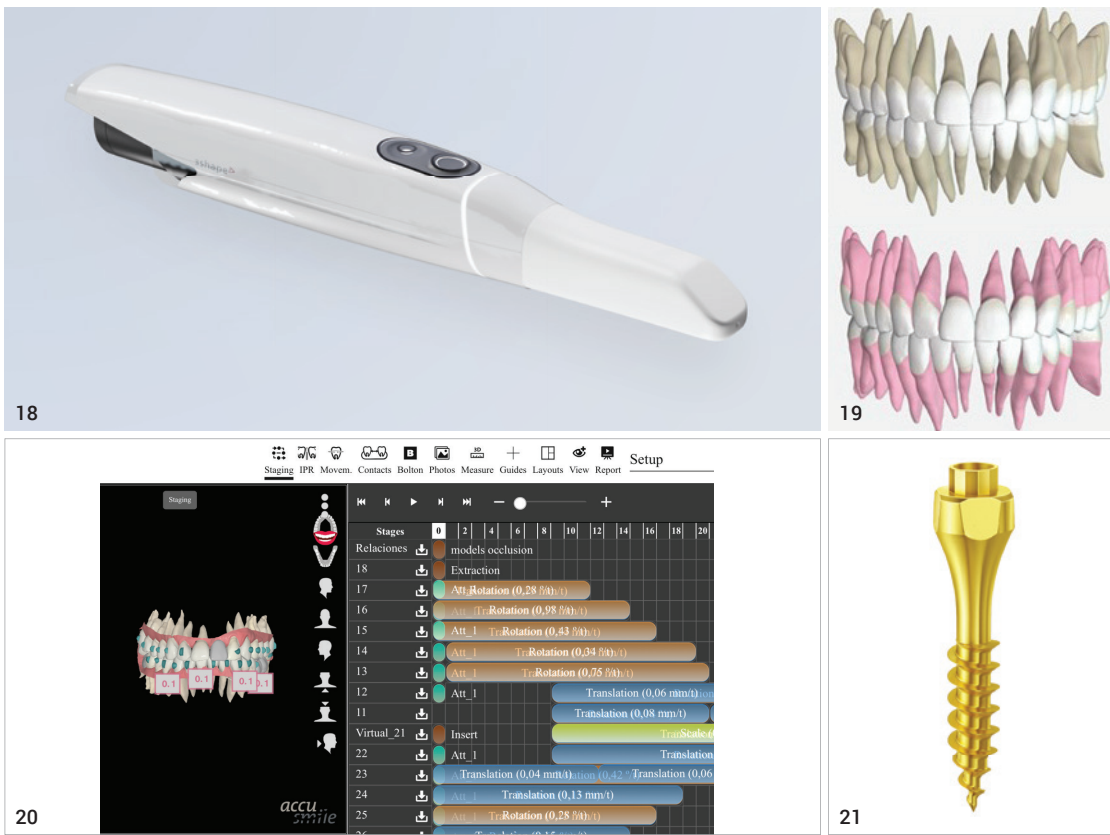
TRIOS 5 Wireless Intraoral-scanner. (Foto: © 3Shape) Abb. 19: SPARK™; Approver-Software mit TruRoots-Funktion. (Foto: © Ormco) Abb. 20: FAS® (Functional Aligner System). (Foto: © FORESTADENT) Abb. 21: BENEFIT® „R“-Schraube. (Foto: © PSM) Abb. 22a und b: TC-85DAC Alignermaterial mit Memory-Effekt. (Fotos: © Dr. Jo / SCHEU-DENTAL) Abb. 23a und b: Bracket-Navigator. (Foto: © Carl Martin) Abb. 24: NYTE3D 3D-Druck-Komplett-Set. (Foto: © NYTE3D GmbH)
